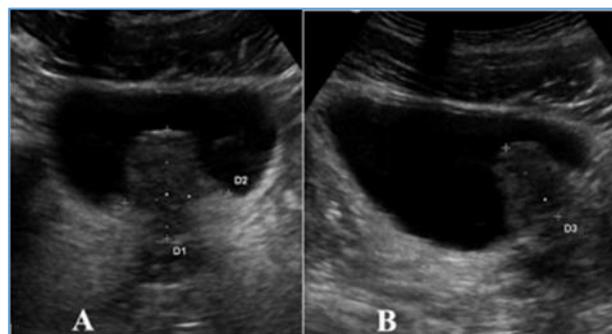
PPI de grade 3. Échographie pelvienne par voie sus-pubienne, coupe axiale (A) et sagittale (B) chez un patient de 59 ans reçu pour pollakiurie montrant un IPP mesuré à 14 mm.
